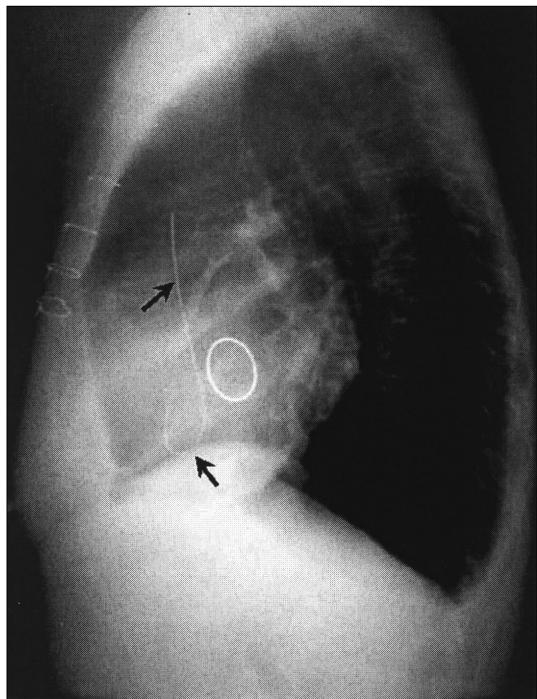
Catheter fragment on lateral chest X-ray. We observed catheter fragment located between left ventricular apex and ascending aorta on lateral chest X-ray. Arrows indicate remnant cutted LA (left atrial) pressure catheter after mitral valve replacement.
